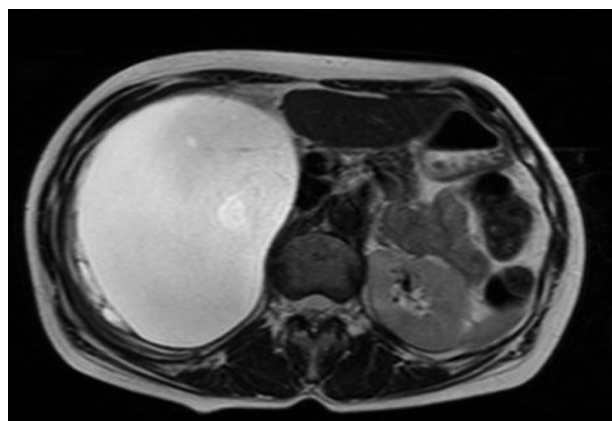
T2-weighted MRI shows a clear-bordered mass with high intensity between the right kidney and the liver. The cyst has a homogeneous fluid content and a solid component in part of its wall.
